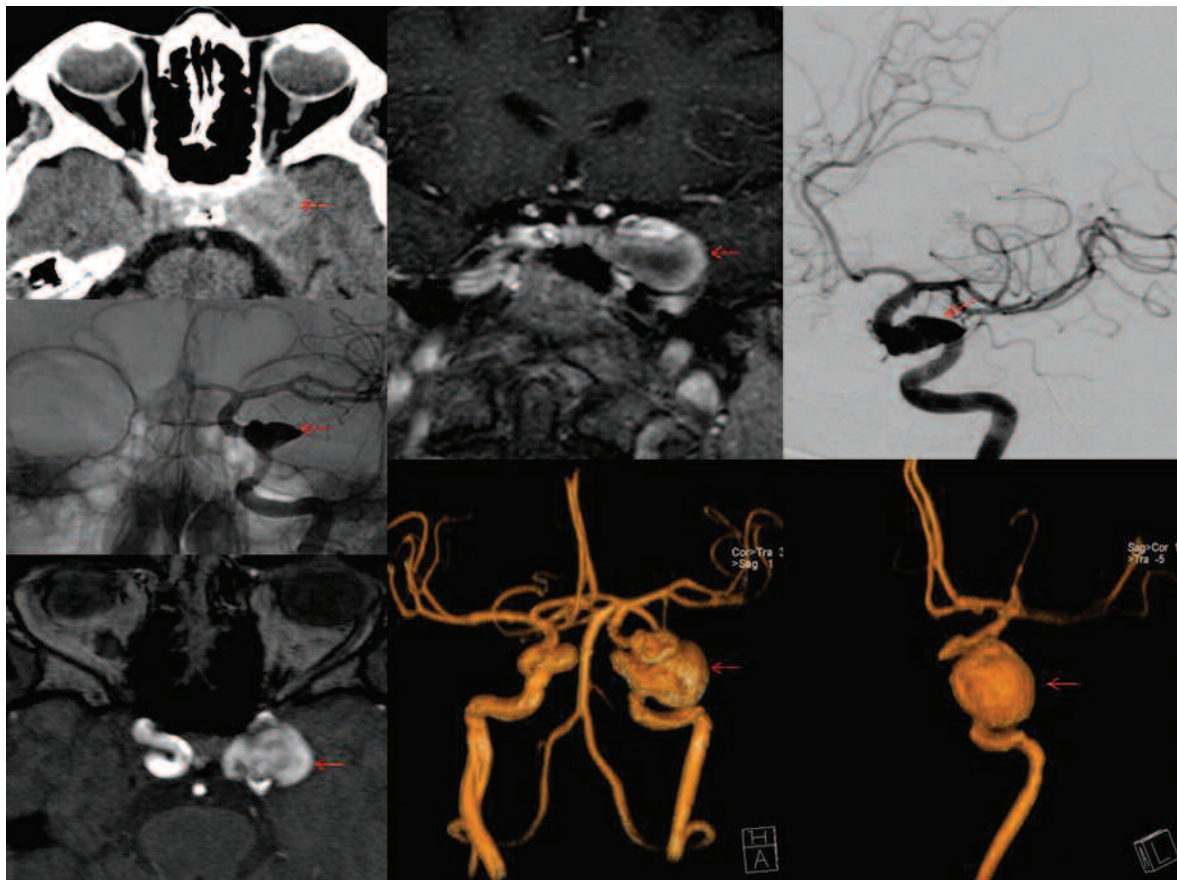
Paciente femenino de 75 años que consulta por diplopía y cefalea. TC: imagen hiperdensa redondeada extraaxial en fosa craneal media izquierda. RM: imagen sacular en relación al seno cavernoso con refuerzo posgadolinio. Arteriografía digital: aneurisma gigante discante de carótida interna izquierda intracavernosa.
